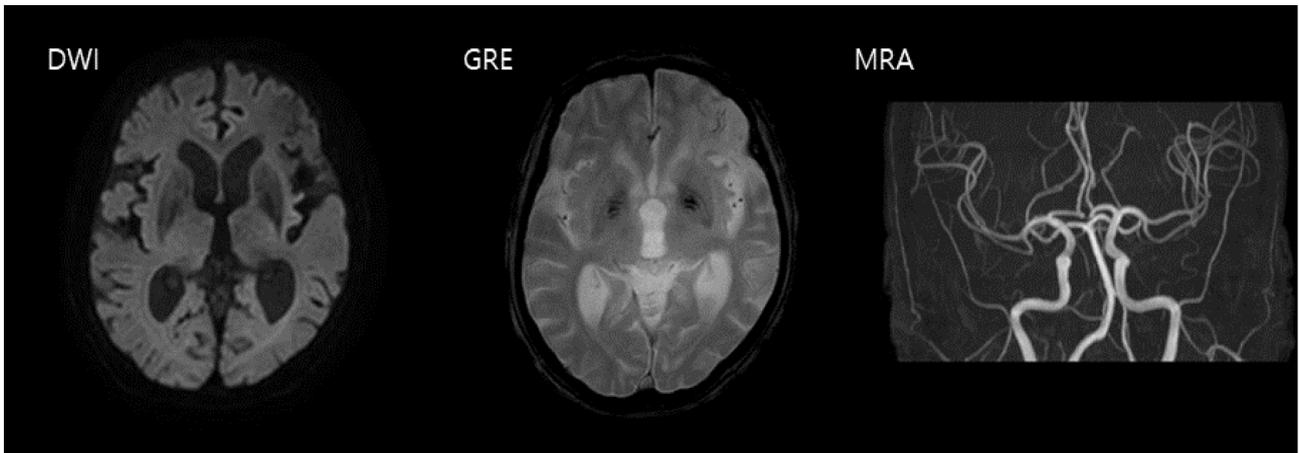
Brain magnetic resonance imaging at the onset of symptoms. DWI revealed no acute lesions. Old encephalomalacia in left fronto-temporal area. DWI; diffusion weighted image, GRE; gradient echo, MRA; magnetic resonance angiography.
